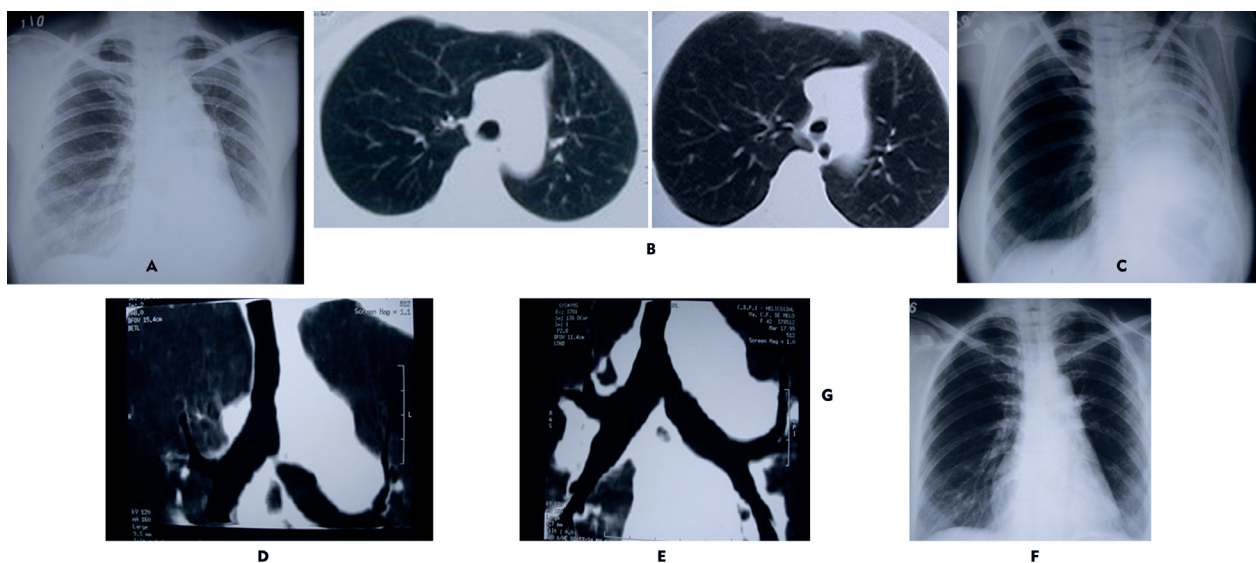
Mulher, 44 anos, durante tratamento para tuberculose evoluiu com sibilos unilateral, sendo tratada para asma. A) Redução volumétrica do pulmão esquerdo. B) Tomografia evidencia parênquima pulmonar viável. C) Na evolução, atelectasia total do pulmão esquerdo. D) TC com reconstrução em 3D mostra estenose quase total do brônquio principal esquerdo. E) Resultado após a ressecção da área estenosada e anastomose do brônquio na carina principal. F) Boa expansão do pulmão esquerdo.
